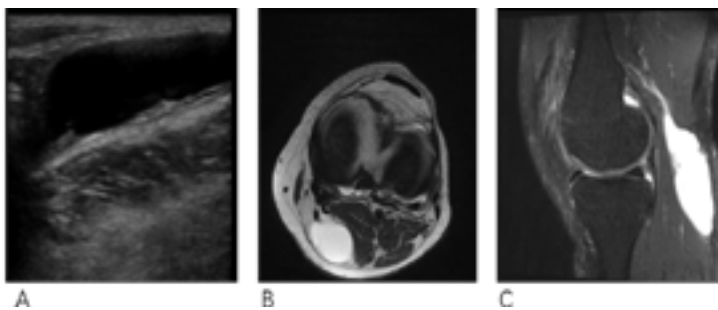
А- УЗИ кисты Бейкера, В- МРТ коленного сустава, T2-взвешенное изображение (аксиальная проекция), С- МРТ коленного сустава, протон-взвешенное изображение с подавлением сигнала от жировой ткани (PD-TSE-FS) (сагиттальная проекция).
